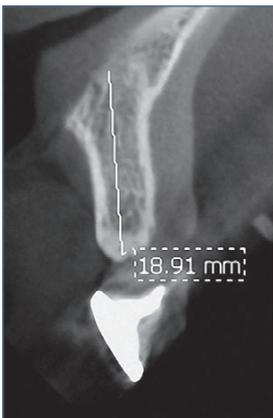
3D-Aufnahme mit Röntgenschablone – zu sehen ist der radiopaque Kunststoffzahn aus Bariumsulfat. Quelle: cranium
